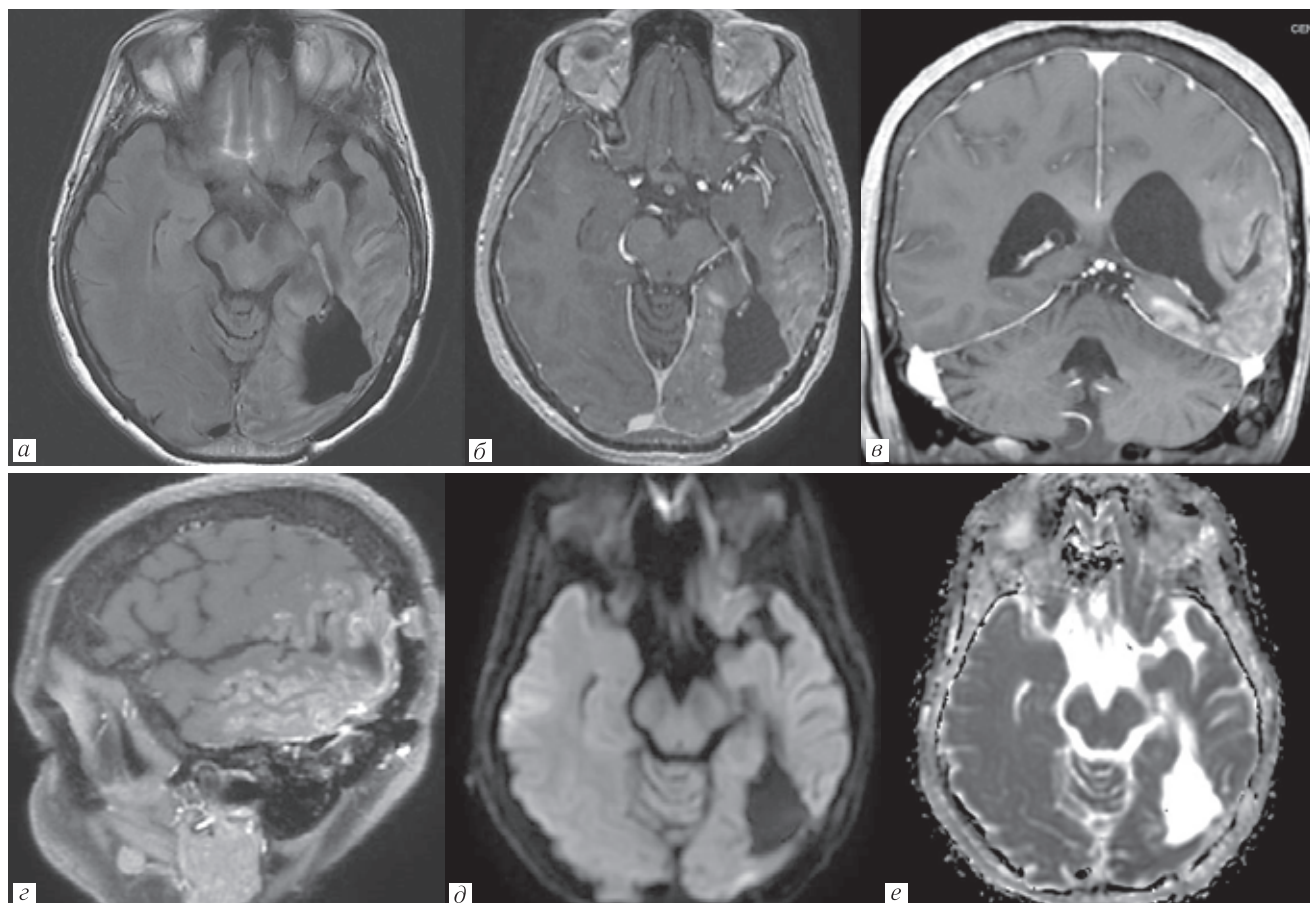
Периоптальная псевдопрогрессия. Пациент № 6, 9 лет после комбинированного лечения глиобластомы левой височной доли. На МРТ через сутки после судорожных припадков определяется изменение МР-сигнала от кортико-субкортикальных отделов левой височной доли с гиральным постконтрастным усилением. Ограничение диффузии не регистрируется. ПЭТ/КТ, выполненная через 40 дней при полной нормализации клинического состояния, была негативна (не показана)
